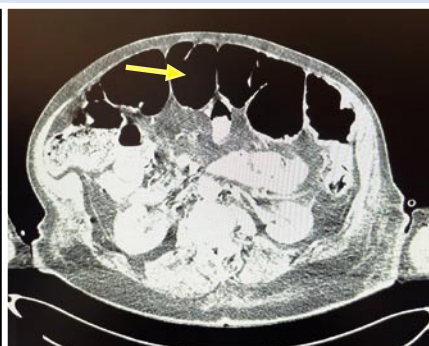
КТ живота больной В., 87 лет. Стрелками указана перерастянутая газом ободочная кишка с наличием уровней жидкости в её просвете.
